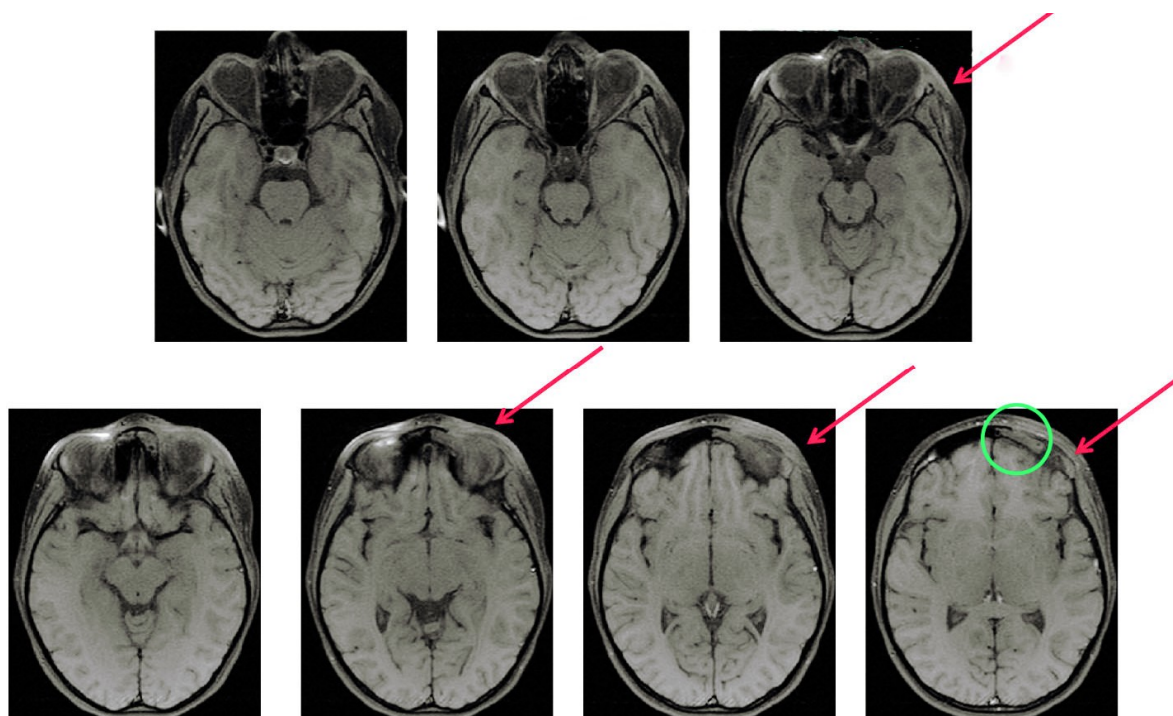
RMN cranio e orbite: T1 assiale senza contrasto. Tumefazione flogistica dei tessuti molli periorbitali.
